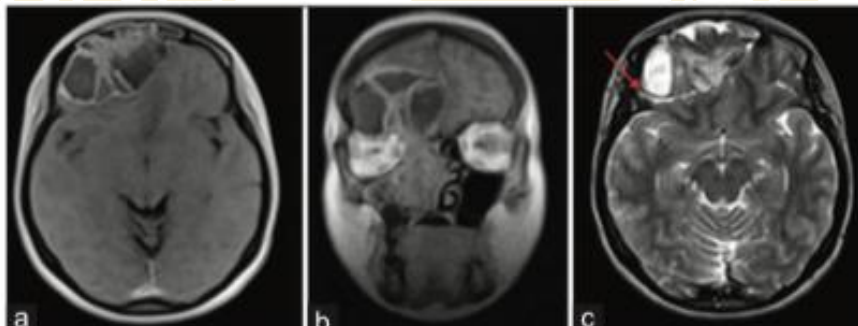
(a) RM de encéfalo, T1 axial con gadolinio donde se observa realce heterogéneo tras la administración de contraste, con presencia de tabiques intralesionales e importante efecto de masa. (b) Corte coronal en secuencia T1 donde se evidencia la proyección de la lesión que se extiende desde senos paranasales homolaterales a cavidad intracraneana. (c) Secuencia T2, donde impresiona interfase LCR/parénquima (flecha naranja). Imagen en situación extraaxial
